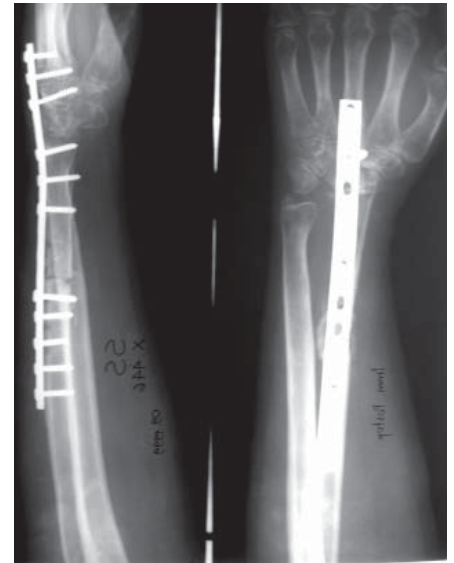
Postoperative posteroanterior and lateral x-ray of the patient after non-vascularized fibular grafting
